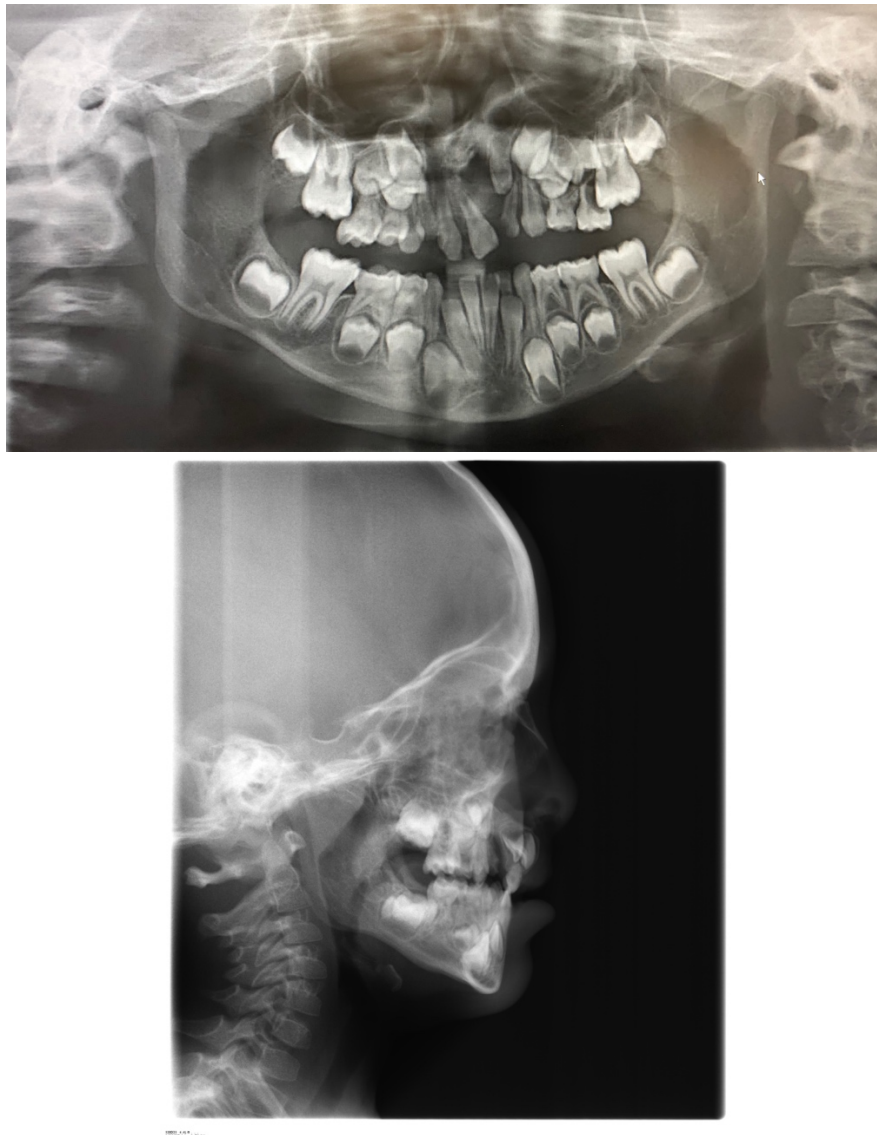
Les examens radiographiques nous révèlent une agénésie de 12, une version des incisives centrales maxillaires vers la fente et une rétrognathie maxillaire
